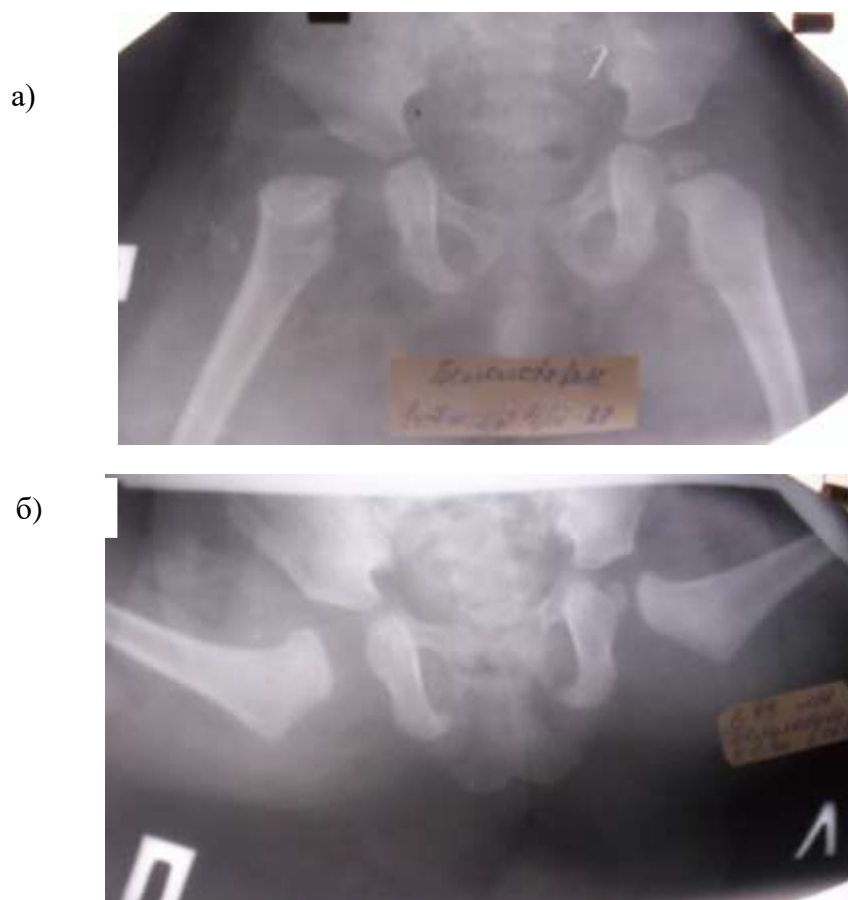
Рентгенограммы больной Б-ой Н., 3 лет (и/б. №1322). Диагноз при поступлении «Деструктивный вывих правой бедренной кости с полным дефектом эпифиза головки бедренной кости»: а – прямая проекция, б – аксиальная проекция.
